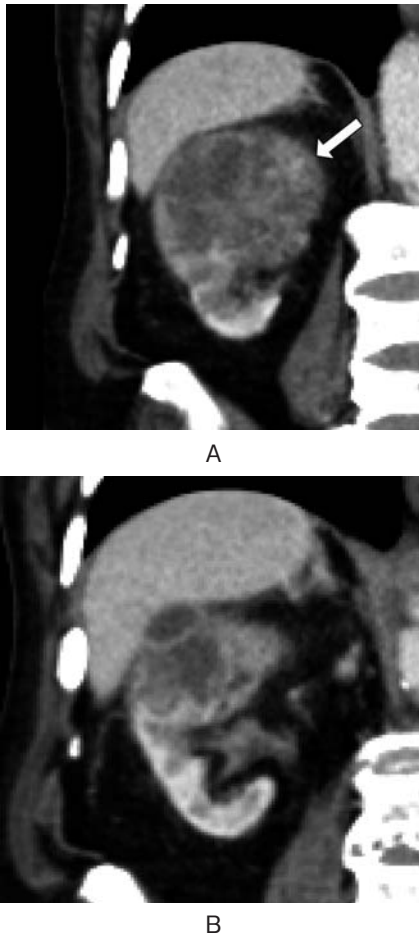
(A) Contrast enhanced computed tomography showed hypovascular renal tumor (short thick arrow). (B) Infiltration of tumor into renal pelvis was not clear.
